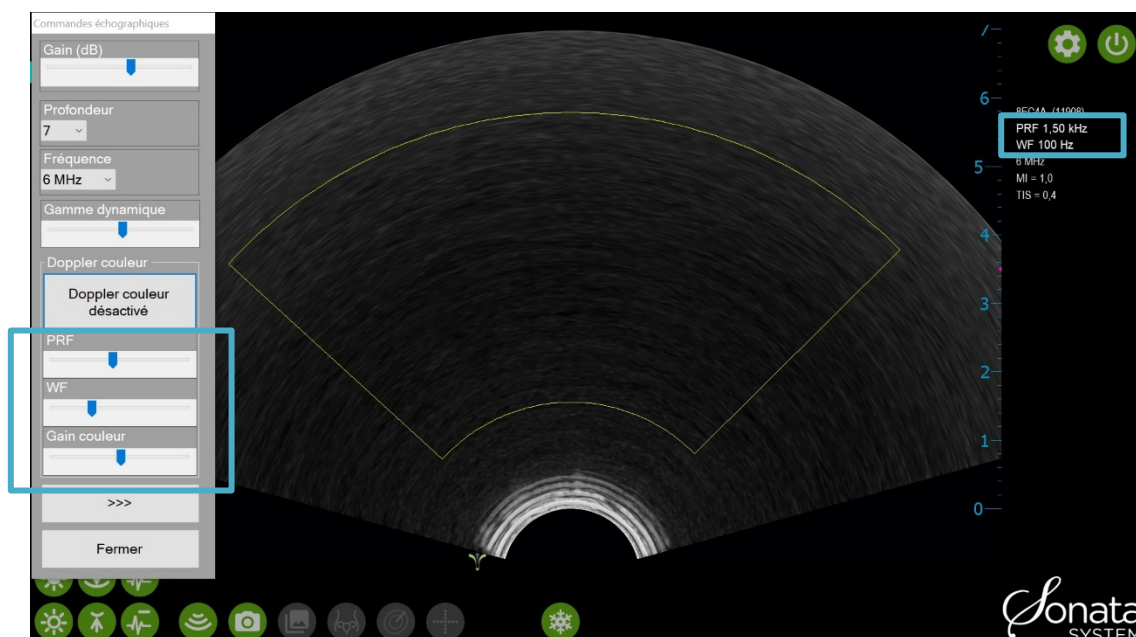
Commandes Doppler couleur.
